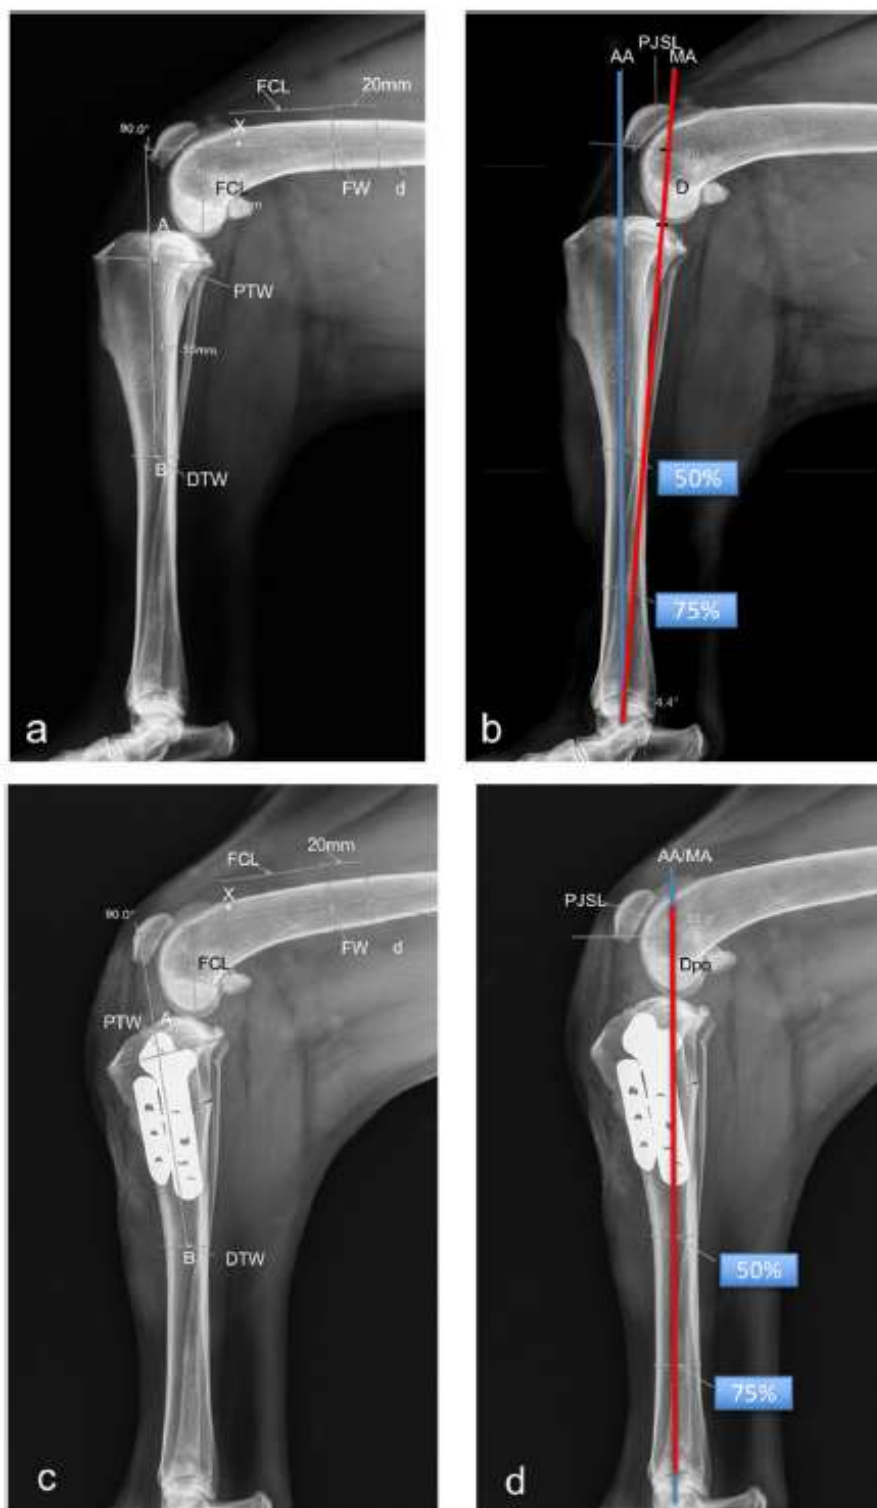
Mesures réalisées dans le groupe AMA-based CCWO. Radiographies médiolatérales du grasset controlatéral (a, b) et radiographies médiolatérales postopératoires (c, d) illustrant les mesures effectuées dans le groupe AMA-based CCWO. a : La mesure réalisée avec l'angle du grasset à 90°, selon Mostafa et al., permet de déterminer le GVlcls (D/PJSL) et la position craniocaudale de la rotule par rapport à l'AA (b). c : La mesure du grasset après AMA-based CCWO, avec l'angle articulaire du grasset à 90°, permet le calcul du GVlpo (Dpo/PJSL). La différence GVlcls - GVlpo reflète une diminution de la distance entre le pôle distal de la rotule et le plateau tibial. Abréviations : GVI, indice de Guénego-Verwaerde ; cls, côté controlatéral ; po, postopératoire ; A, extrémité crâniale du plateau tibial médial ; PTW, largeur tibiale proximale ; AB = 2 × PTW ; DTW, largeur tibiale distale ; FCL, longueur condylienne fémorale ; FW, largeur fémorale ; AA, axe anatomique ; MA, axe mécanique ; D, distance entre le point d'intersection du MA et du plateau tibial et la ligne perpendiculaire à l'aspect distal de la longueur de surface articulaire de la rotule (PJSL). Référence 8.
